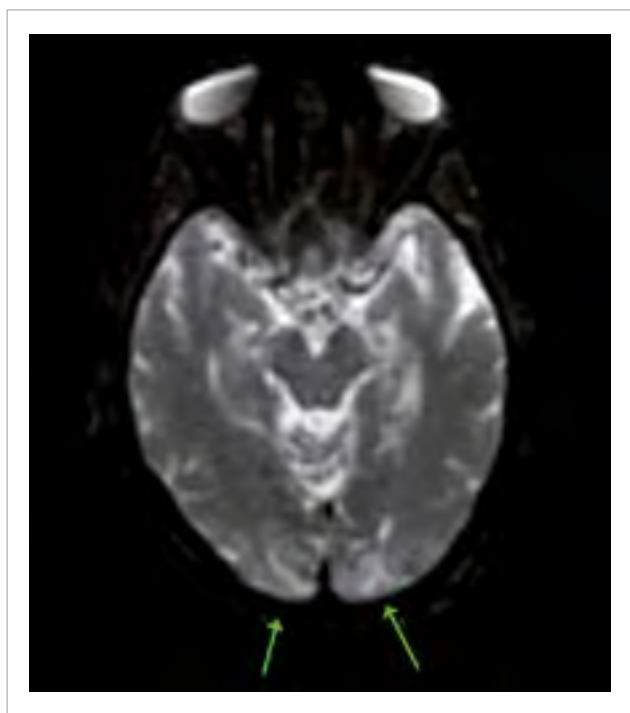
Imagem de difusão pela ressonância magnética: com áreas de hipersinal córtico-subcortical nos lobos occipitais.
